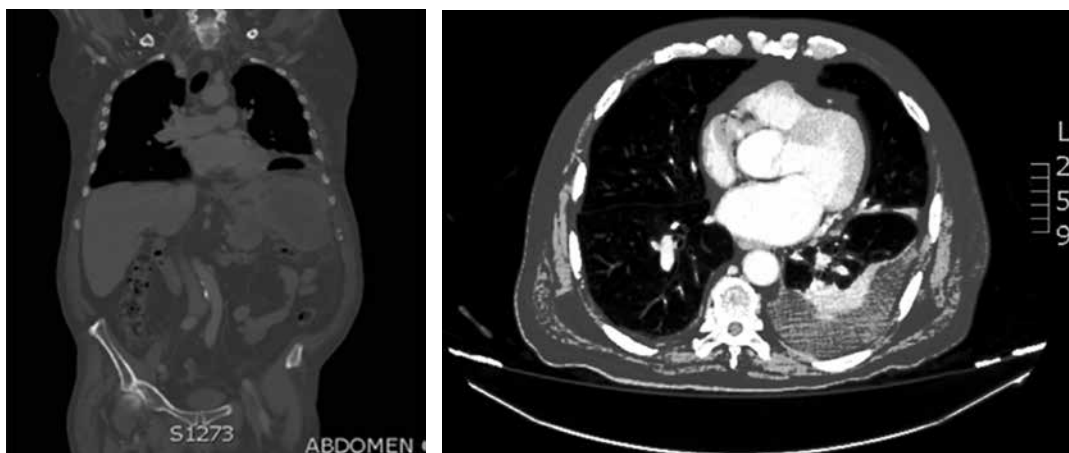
Tomografía computarizada en la que sólo se aprecia engrosamiento de la pared gástrica.
